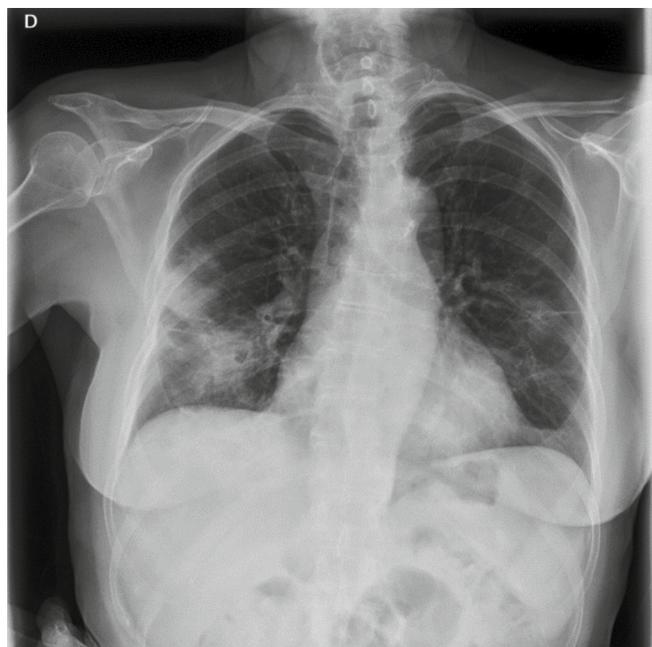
Radiografía de tórax que muestra consolidaciones en ambos lóbulos inferiores y en lóbulo superior derecho.
